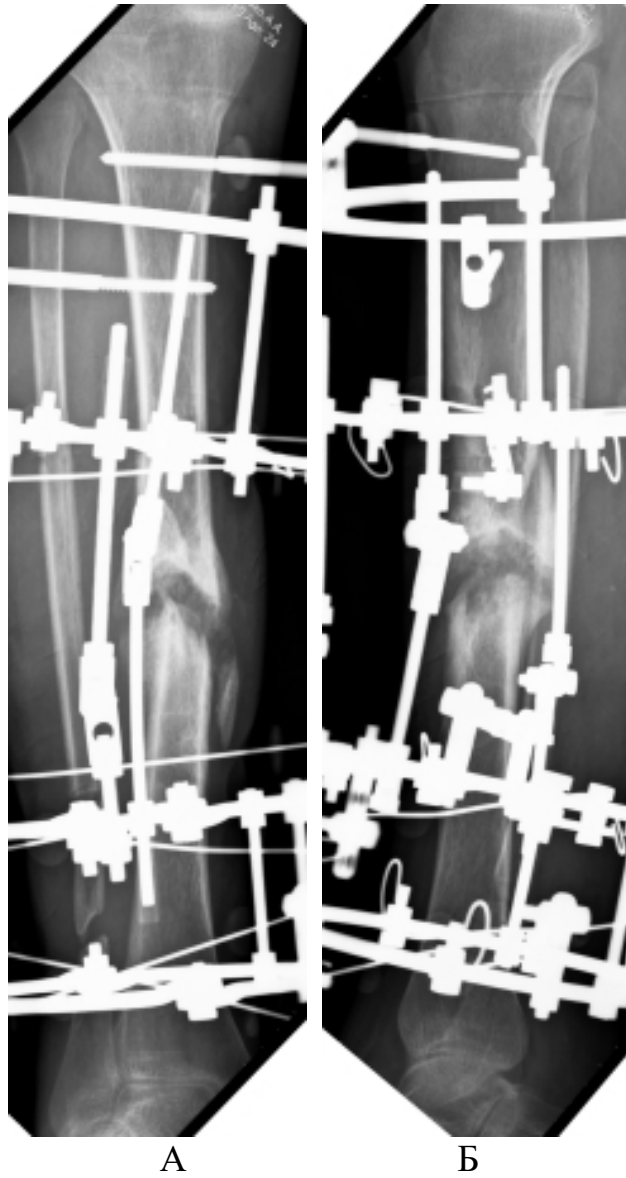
Пациент А, 24 года. Рентгенограмма костей голени через 2,5 мес. после операции, окончание дистракции. Ось голени восстановлена
